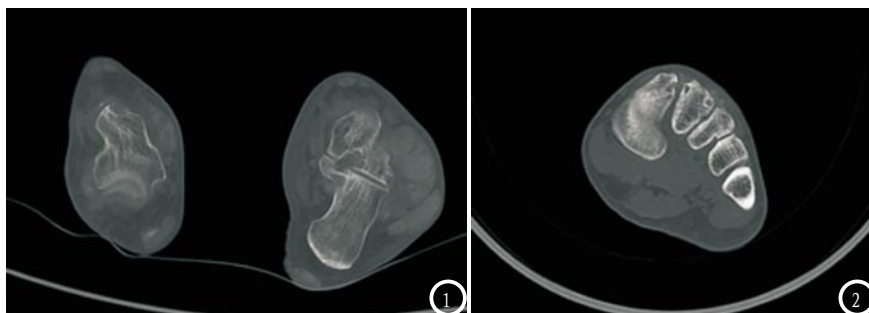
双足痛风性关节炎患者CT影像图。患者男性, 67岁, 右足距骨、跟骨、内侧楔状骨及1、2趾骨远端可见囊状骨质破坏区, 周围软组织内可见多发高密度影; 左足及胫腓骨远端可见多发穿凿样骨质破坏, 并可见骨质缺损, 周围软组织可见密度稍高影; 图2 左足痛风性关节炎患者CT影像图。患者男性, 56岁, 左足第1趾指关节旁、第4节趾骨旁软组织肿胀, 其内可见不规则高密度影, 临近跖骨头及趾骨骨质形态欠规整, 并见骨质破。
